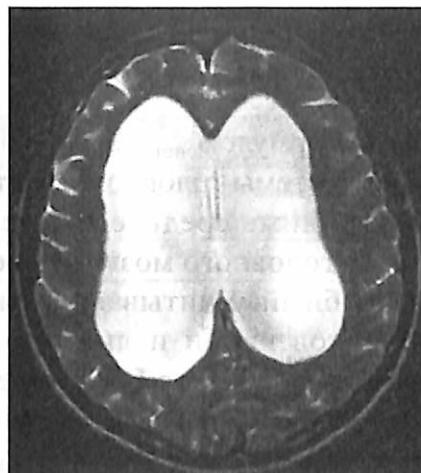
МРТ головного мозга, Т2-взвешенные изображения. Окклюзионная гидроцефалия боковых и III желудочков.
